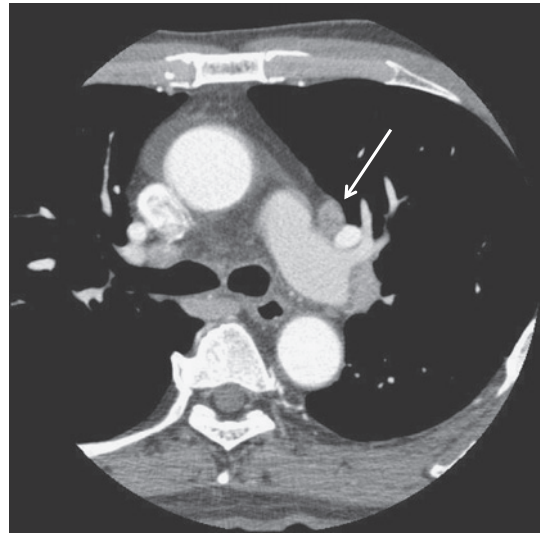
High resolution CT shows #10L left hilar nodes (arrow).
